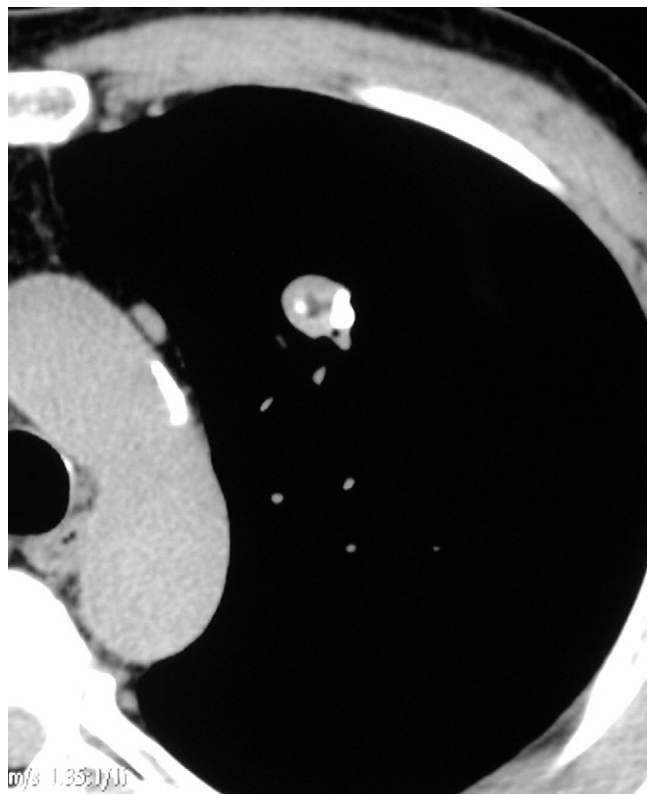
Coupe TDM sans injection de produit de contraste. Hamartochondrome culmine gauche avec calcifications et présence d'une densité graisseuse centrale.
